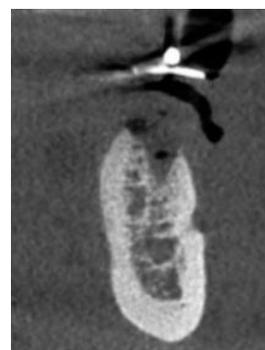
Tomografia computadorizada de feixe cônico (corte coronal)
